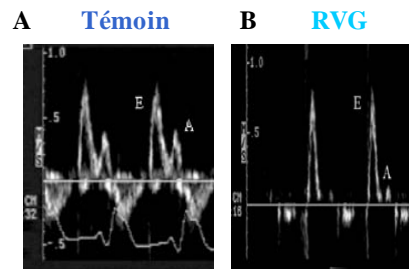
Représentation de la mesure du quotient E/A chez des animaux témoins (A) et à 2 mois post-IDM (B). Ces paramètres sont mesurés par Doppler cardiaque.
